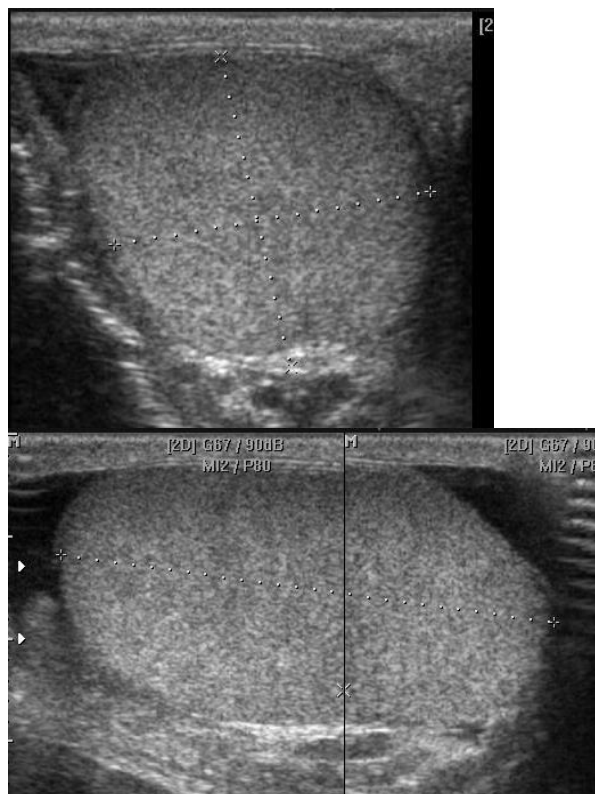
coupes échographiques orthogonales avec mesure échographique du volume testiculaire
